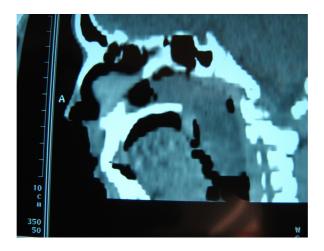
Компьютерная томограмма больного Д., в сагиттальной проекции
